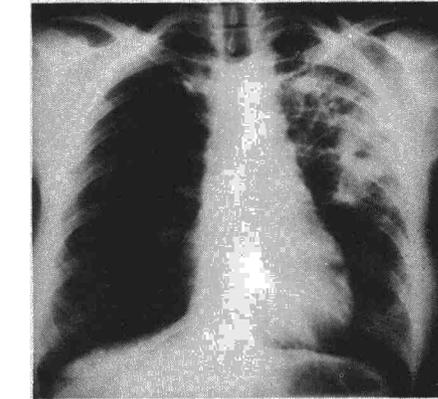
Condensación de lóbulo superior 4 años después de la primera radiografía.
